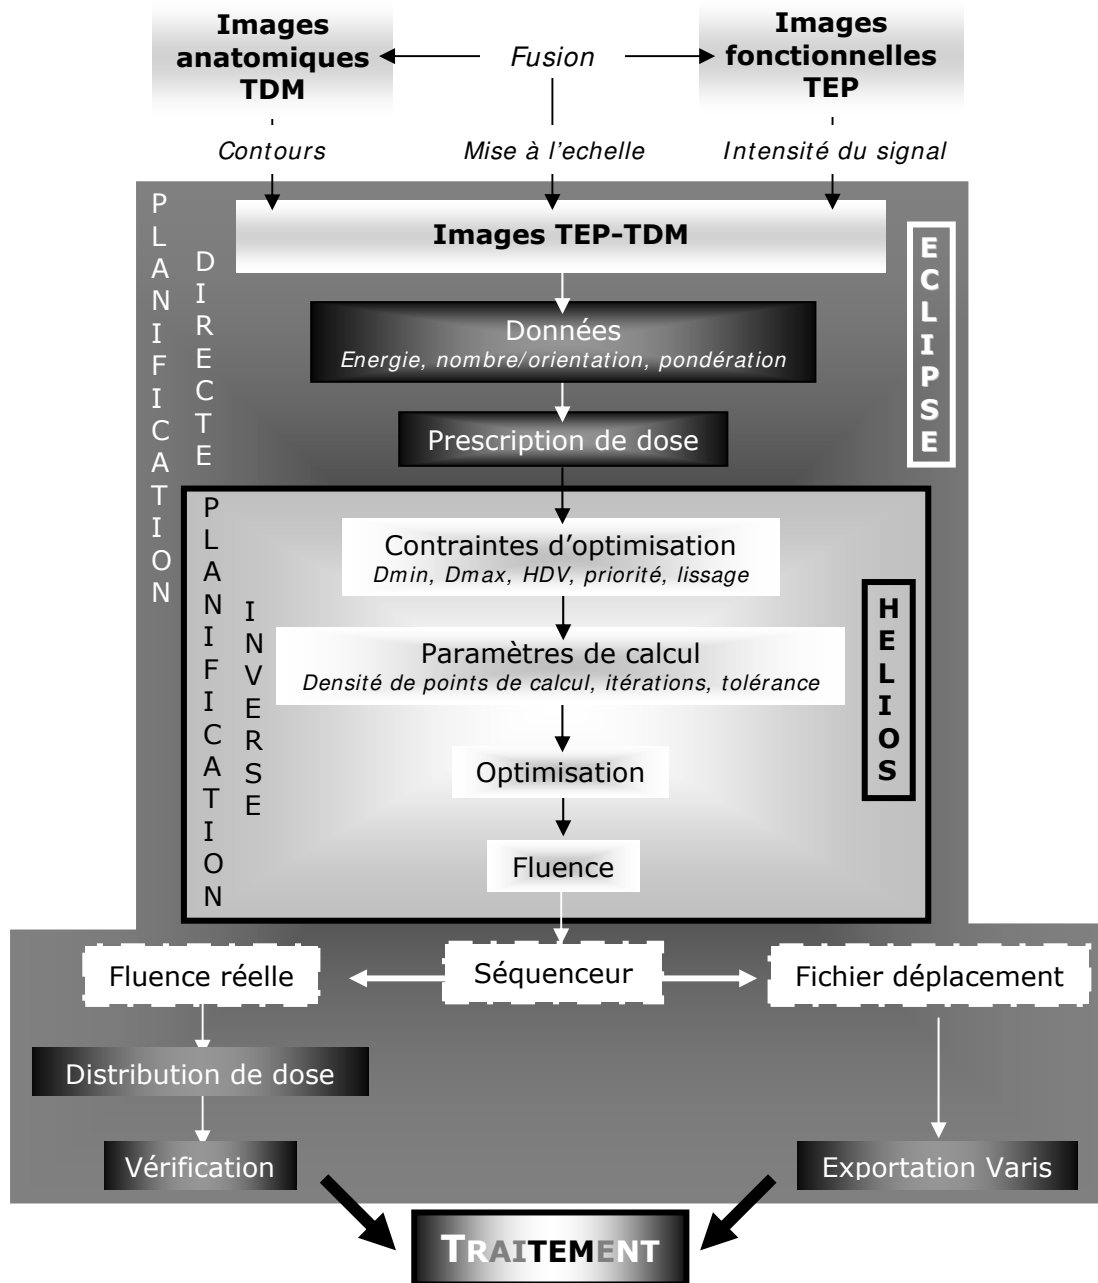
Etapes de notre chaîne de traitement, de l'acquisition au traitement ; utilisant l'imagerie TEP-TDM pour le contour des volumes, le TPS Eclipse/Helios pour la dosimétrie et l'accélérateur Clinac 23EX pour le traitement (les étapes de dosimétrie étant plus détaillées).
